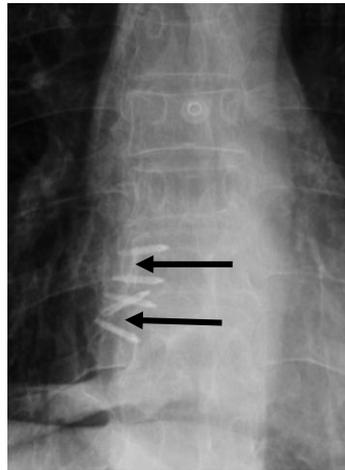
Рентгенограмма. В проекции пищевода эндоскопические клипсы (указаны стрелкой).
